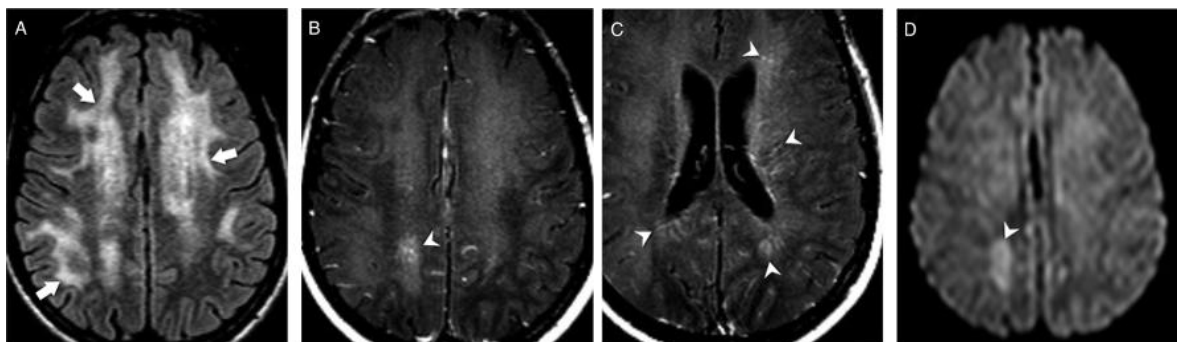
Ressonância de crânio na Encefalite CD8+
